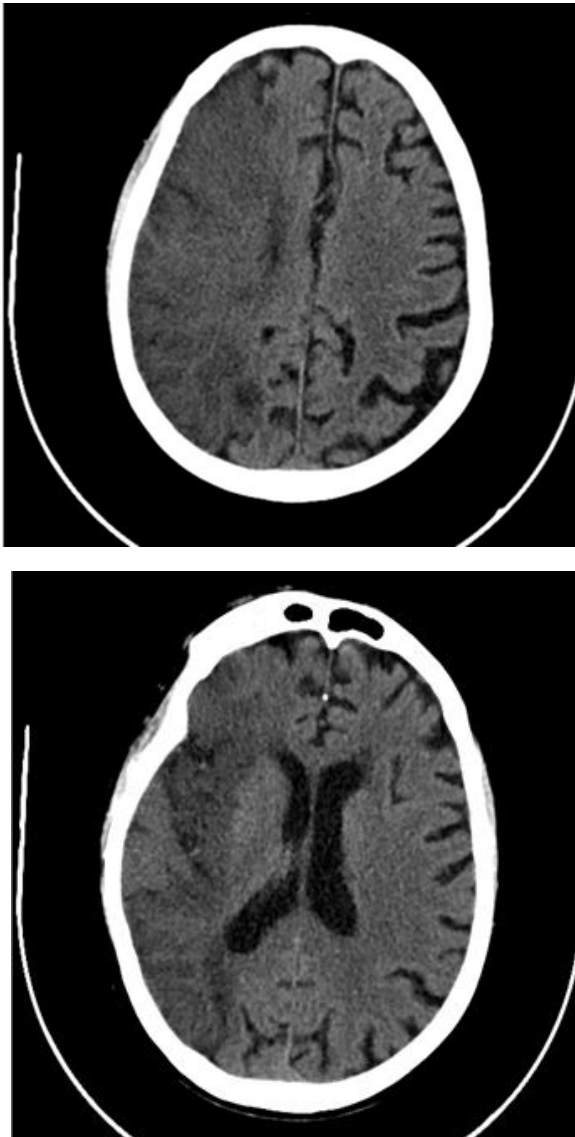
TC de encéfalo.
